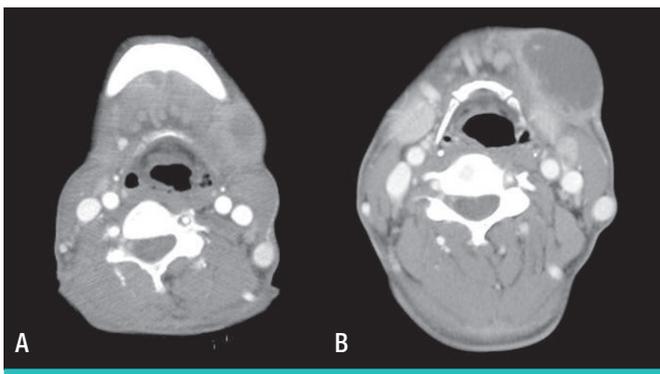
Computed tomography shows a central low density with peripheral rim enhancement in the left submandibular lymph node. Follow-up imaging (B, on hospital day 12) shows an increase in size despite antituberculous therapy, compared with the initial study (A, on hospital day 2).
